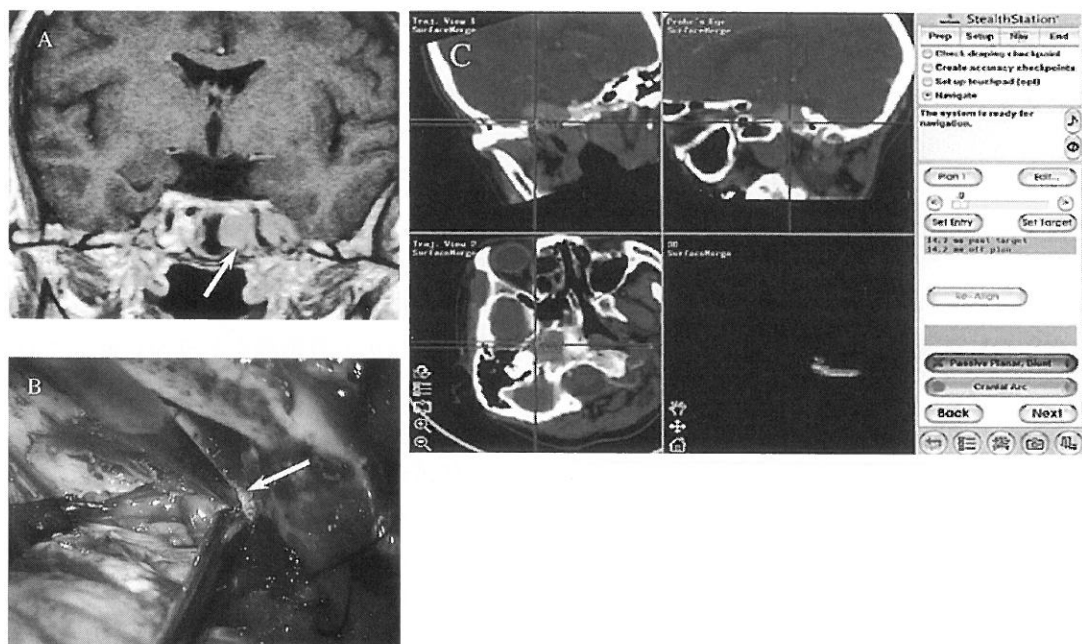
Case 2. A: Coronal MRI with contrast enhancement showing a plasmacytoma in the petrous bone with involvement of the left carotid artery (arrow). B, C: The neuronavigation pointer is pointing to the carotid artery (arrow in B).
